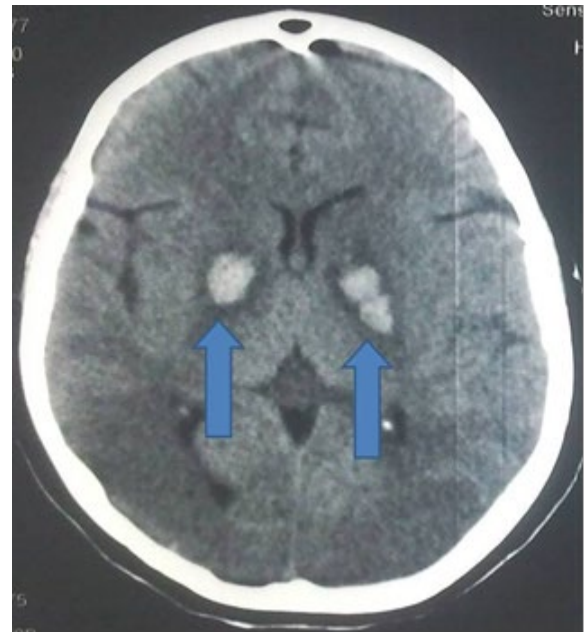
Cranial CT, arrows showing deep parenchymal hemorrhage
